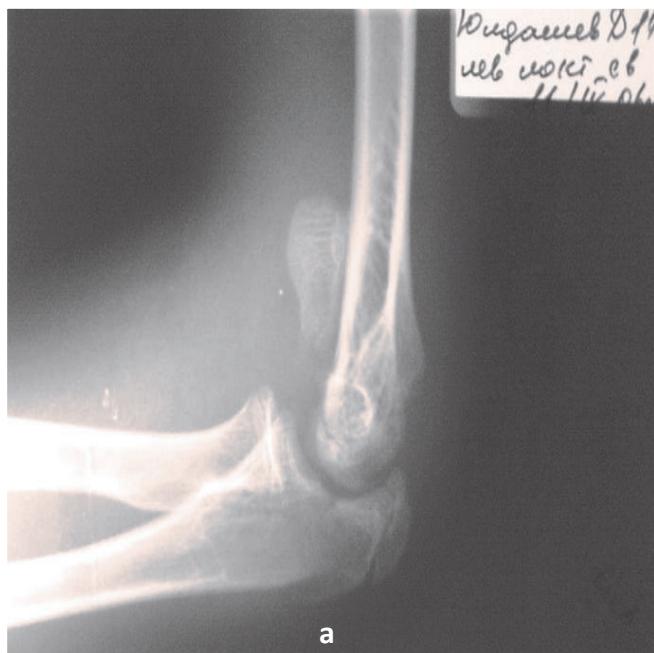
Рентгенограмма левого локтевого сустава при поступлении в прямой (а) и боковой (б) проекциях.
